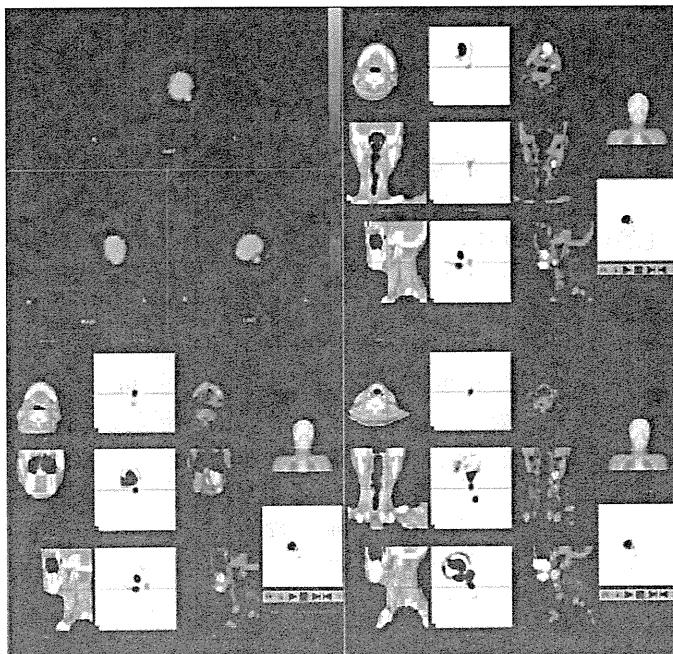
リンパシンチグラム及び SPECT/CT
